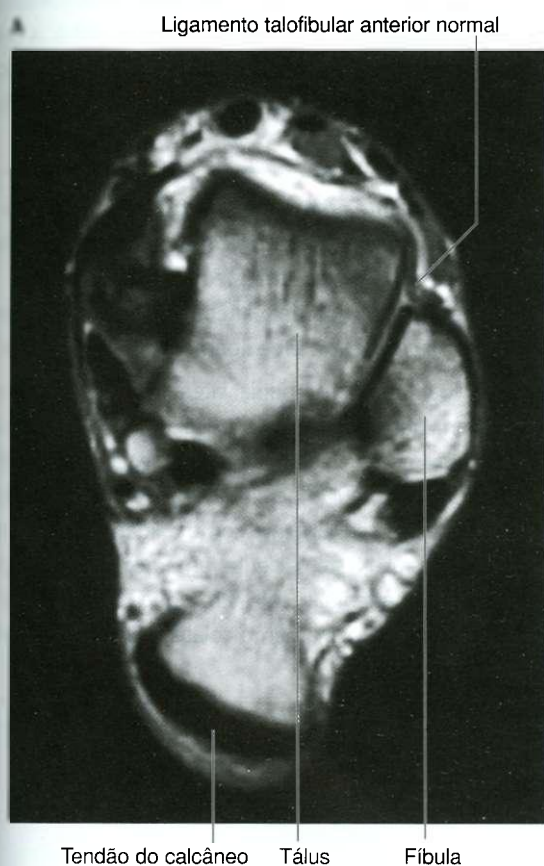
A. Articulação talocrural normal demonstrando um ligamento talofibular anterior intacto. Imagem de ressonância magnética ponderada em T1 no plano horizontal. B. Articulação do tornozelo demonstrando uma ruptura do ligamento talofibular anterior. Imagem de ressonância magnética ponderada em T2 no plano horizontal.
